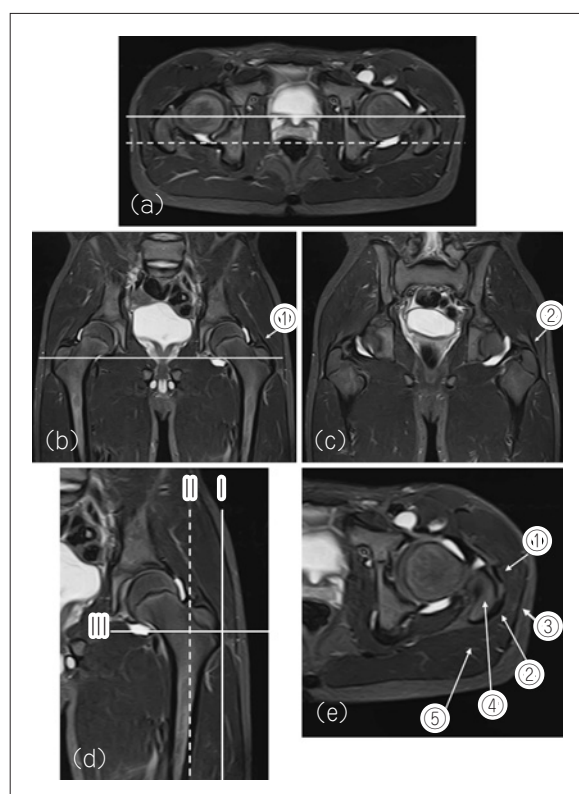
GTPS における MRI 評価のポイント
